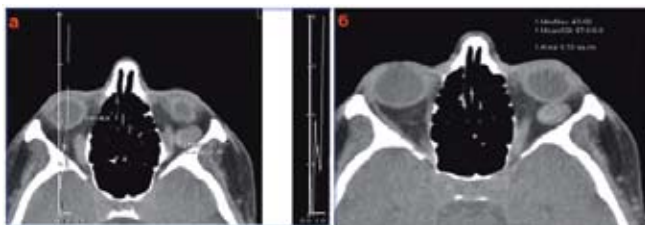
КТ орбит пациента (аксиальная проекция) со средней кавернозной гемангиомой левой орбиты: а — профиль плотности новообразования, б — ее плотность
